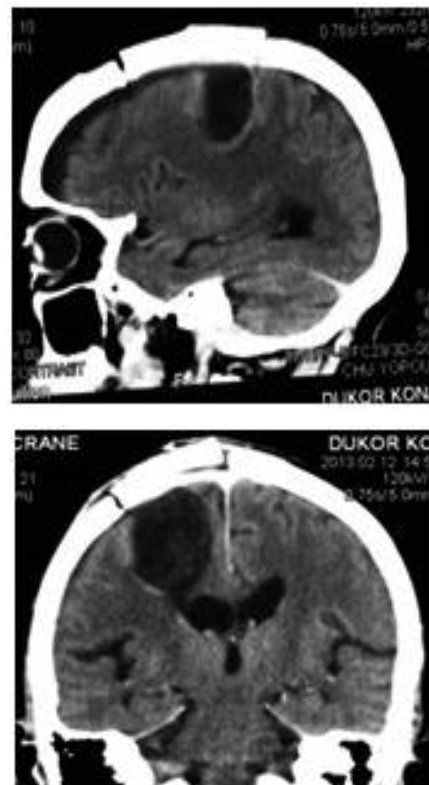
TDM en coupe sagittale et coronale : cavité résiduelle post opératoire prenant le contraste en périphérie
